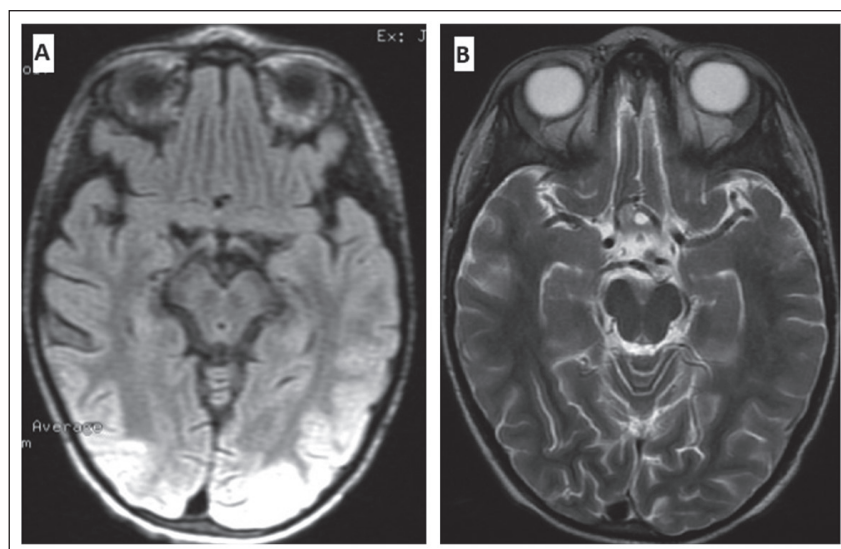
Resonancia magnética (RM) encefálica inicial y de seguimiento. Imagen (A) corresponde a la primera RM del paciente, donde se evidenció proyección axial de secuencia FLAIR que muestra hiperintensidad de la señal subcortical en la región occipital. Imagen de control una semana después de la anterior (B) muestra corte axial de secuencia T2, donde se observa resolución total de las hiperintensidades. FLAIR: Fluid attenuated inversion recovery.
